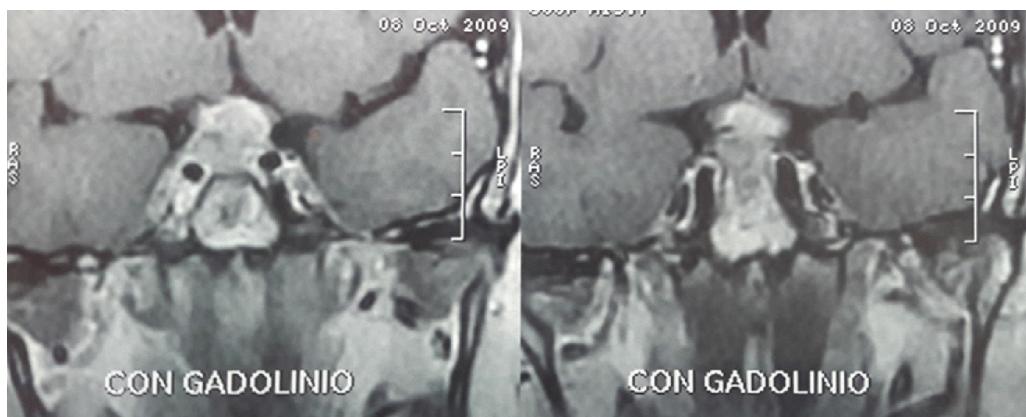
RM selar, corte coronal. Imagen en T1 heterogénea.
